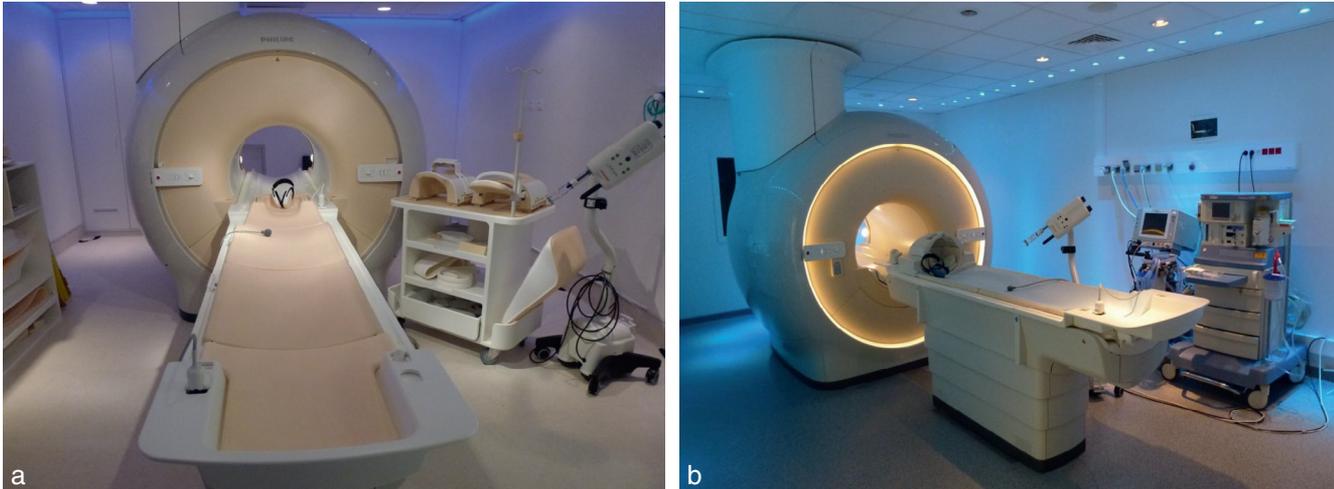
Machines d'IRM : 1,5T (a) et 3T avec matériel d'anesthésie et de surveillance amagnétique (b).
